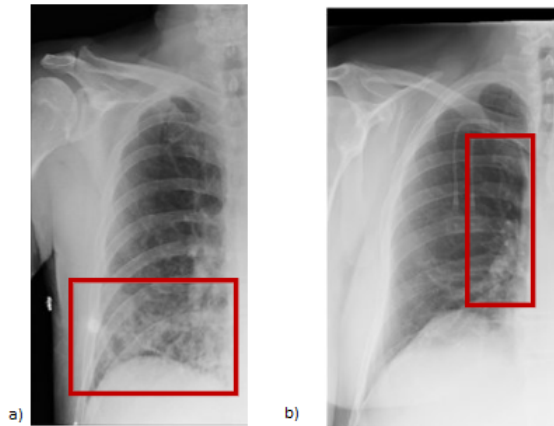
a) Radiografía de un paciente que presenta neumonía. b) Radiografía de un paciente sano.
